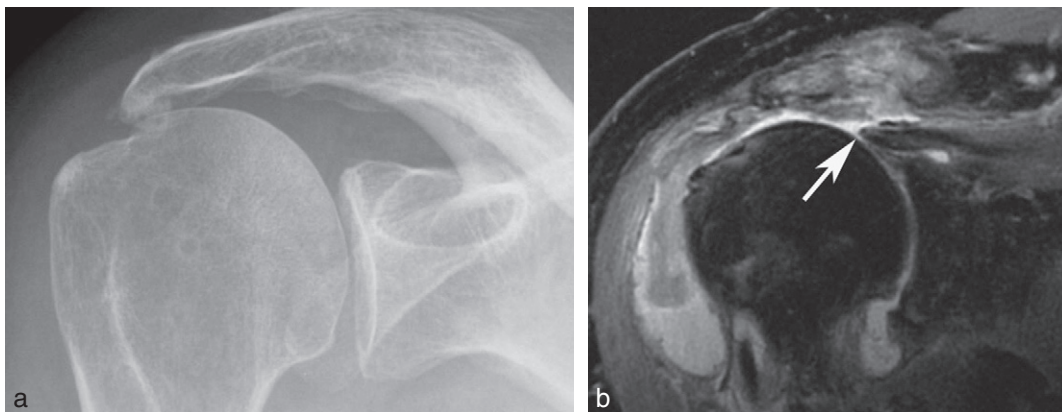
Large rupture de coiffe. a. Incidence de face montrant un pincement sous-acromial marqué témoin d'une large rupture. Il existe également une arthrose glénohumérale débutante. b. IRM confirmant la large rupture avec rétraction du tendon du supra-épineux (flèche). Noter également l'épanchement articulaire abondant.
